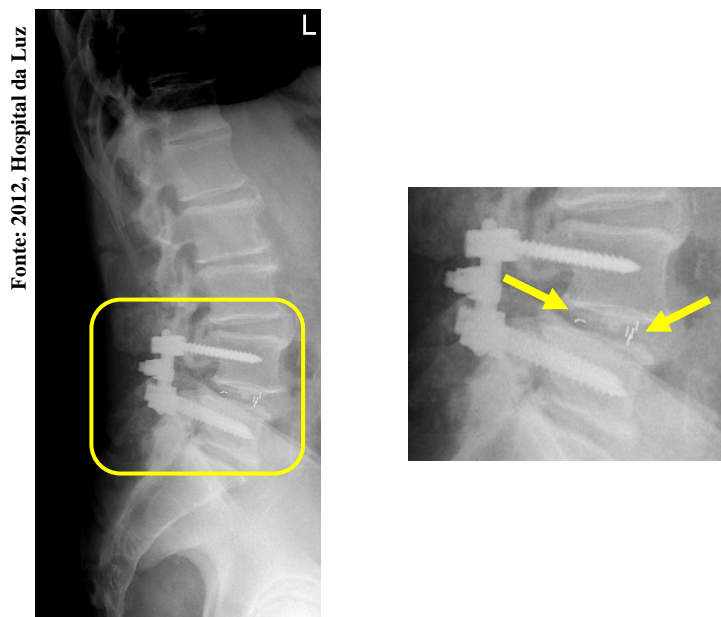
Radiografia de perfil da coluna lombossagrada. Marcadores metálicos (setas brancas)
